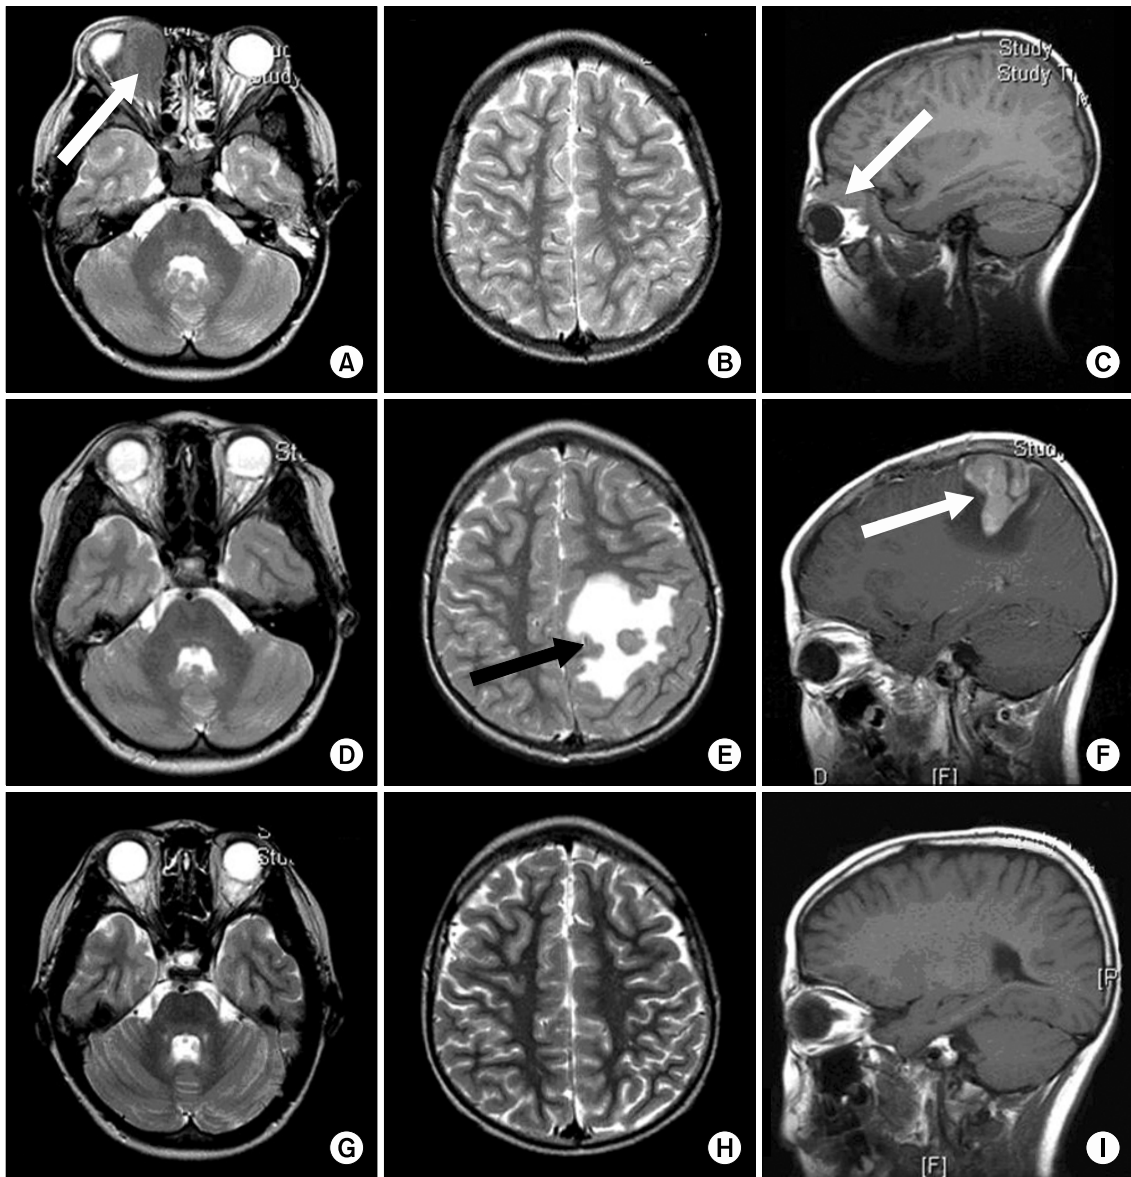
Brain magnetic resonance images (MRI) of the patient. Initial T2 weighted axial image (A, B) and T1 weighted sagittal image (C) showed a right retrobulbar mass. At the time of relapse, T2 weight axial image (D) showed no evidence of right retrobulbar mass. T2 weight axial image (E) and T1 weighted sagittal image (F) showed newly developed left parasagittal dural mass with parenchymal invasion. Follow-up T2 weighted axial image (G, H) and T1 weighted sagittal image (I) showed no evidence of disease. White and black arrows in the image of (A, C, E, F) indicate mass lesions.
